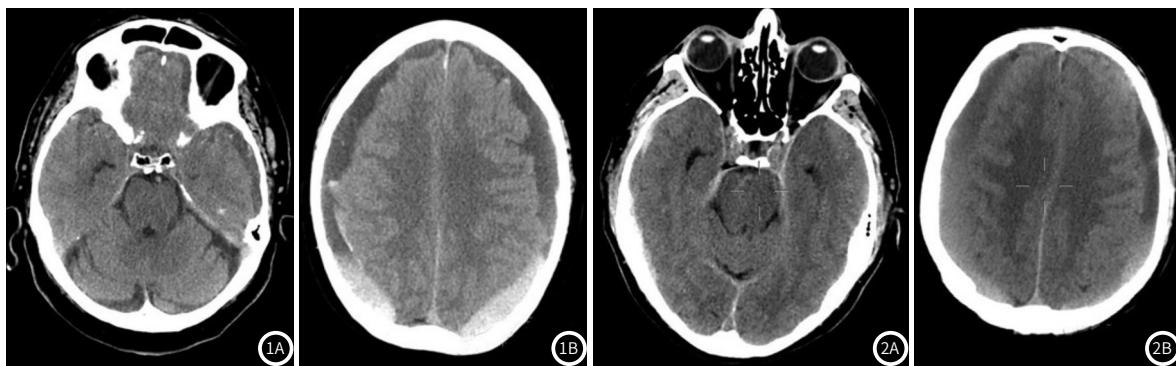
颅脑轴位, CT示双侧慢性硬膜下血肿, 伴近期出血征象, 但无沟回疝征象。图2 颅脑轴位, CT示双侧慢性硬膜下血肿, 中线向左侧偏移。
